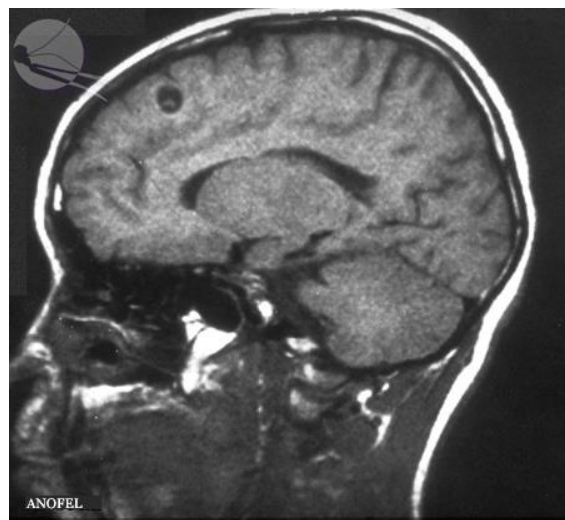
Cerveau : cysticercose – aspect radiologique (TDM)
